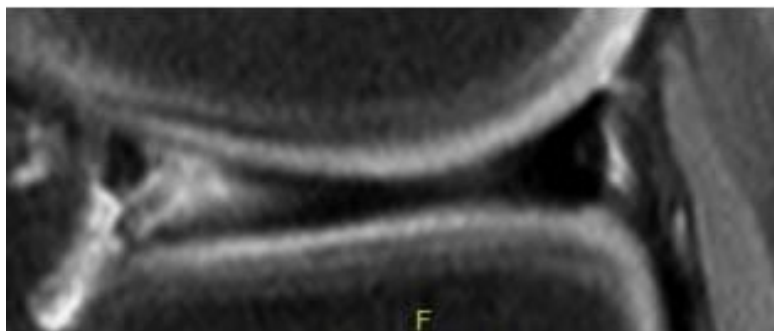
IRM coupe sagittale de densité de protons avec saturation de graisse : Aspect dégénératif du ménisque. (Une zone hyperintense sans véritable fissure vue) [29]
